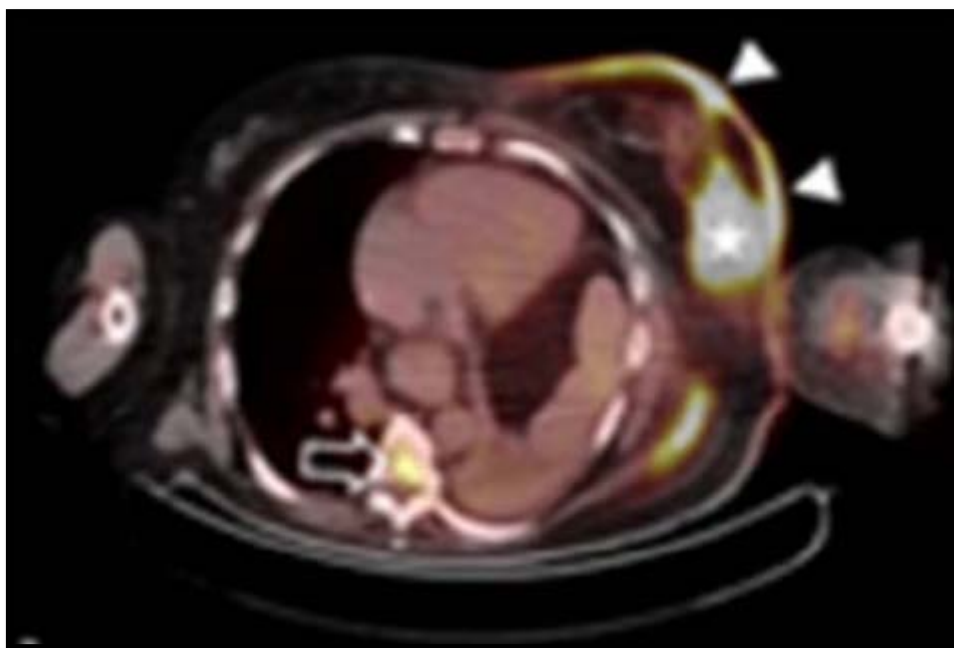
Aspect d'un cancer du sein gauche en pet-TDM chez une patiente de 34ans [25]
